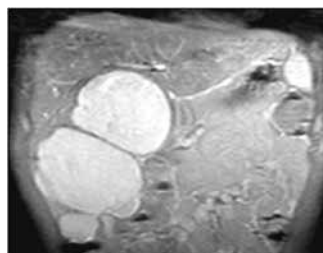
Hluboký hemangiom v oblasti g. parotis – MRI obraz
